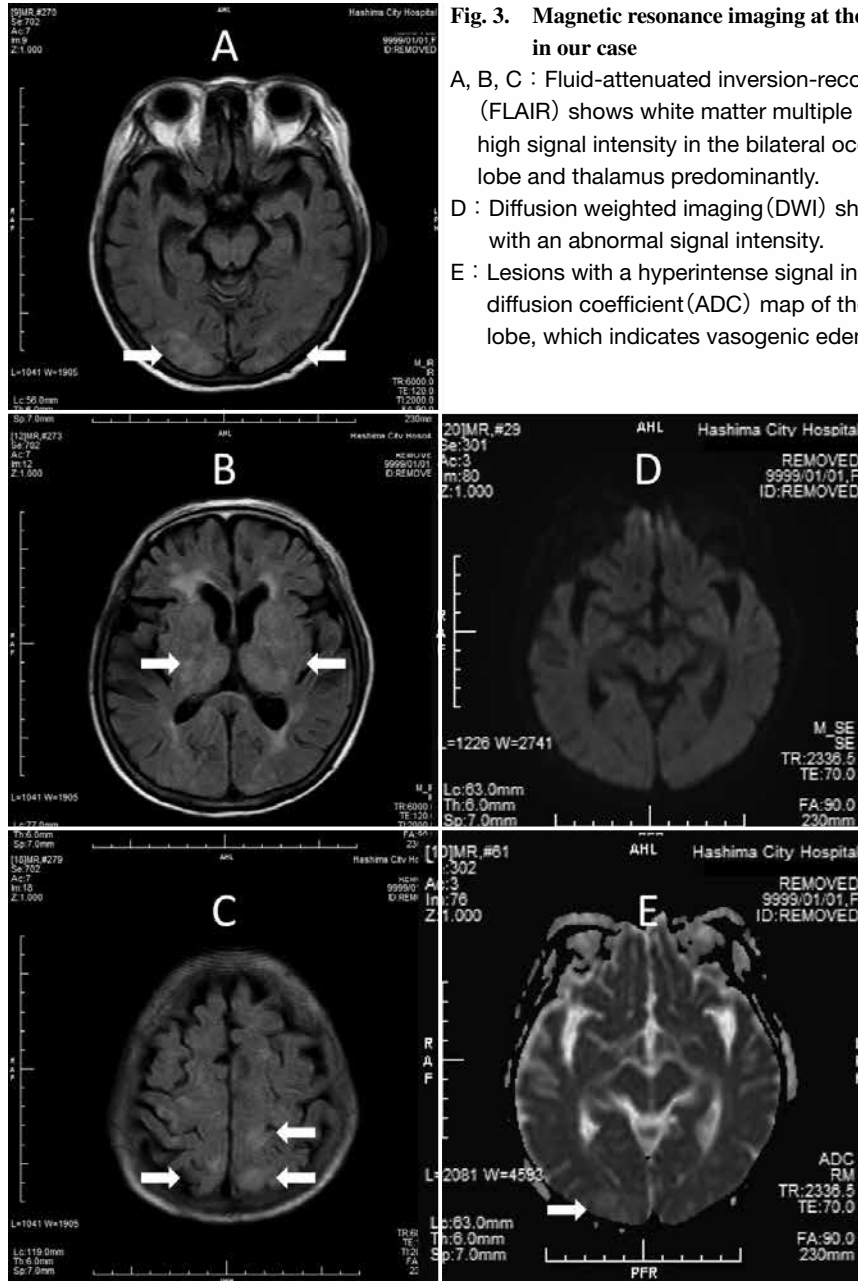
Magnetic resonance imaging at the onset of PRES in our case
